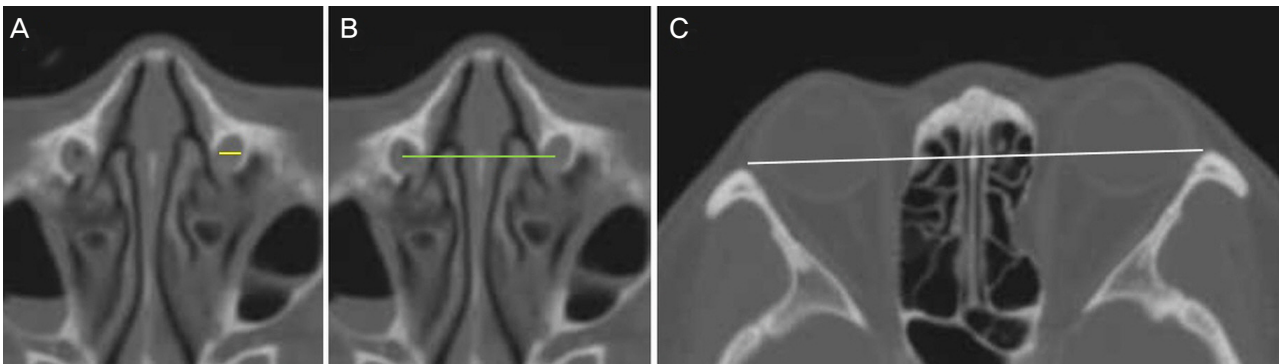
Bony nasolacrimal duct (BNLD) measurements with computed tomography (CT). (A) Axial CT image in bone window demonstrates BNLD transverse diameter (yellow line) measurement. (B) It reveals distance between the proximal BNLD (green line). (C) It shows inter-frontozygomatic suture distance (white line).
